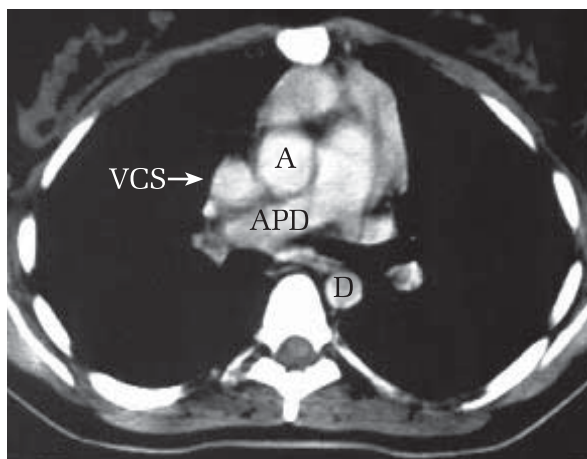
Secțiune axială CT la nivelul trunchiului pulmonarei și arterei pulmonare drepte. Se evidențiază: trunchiul pulmonarei (TP), artera pulmonară dreaptă (APD), aorta ascendentă (A), aorta descendentă (D), vena cavă superioară (VCS).
